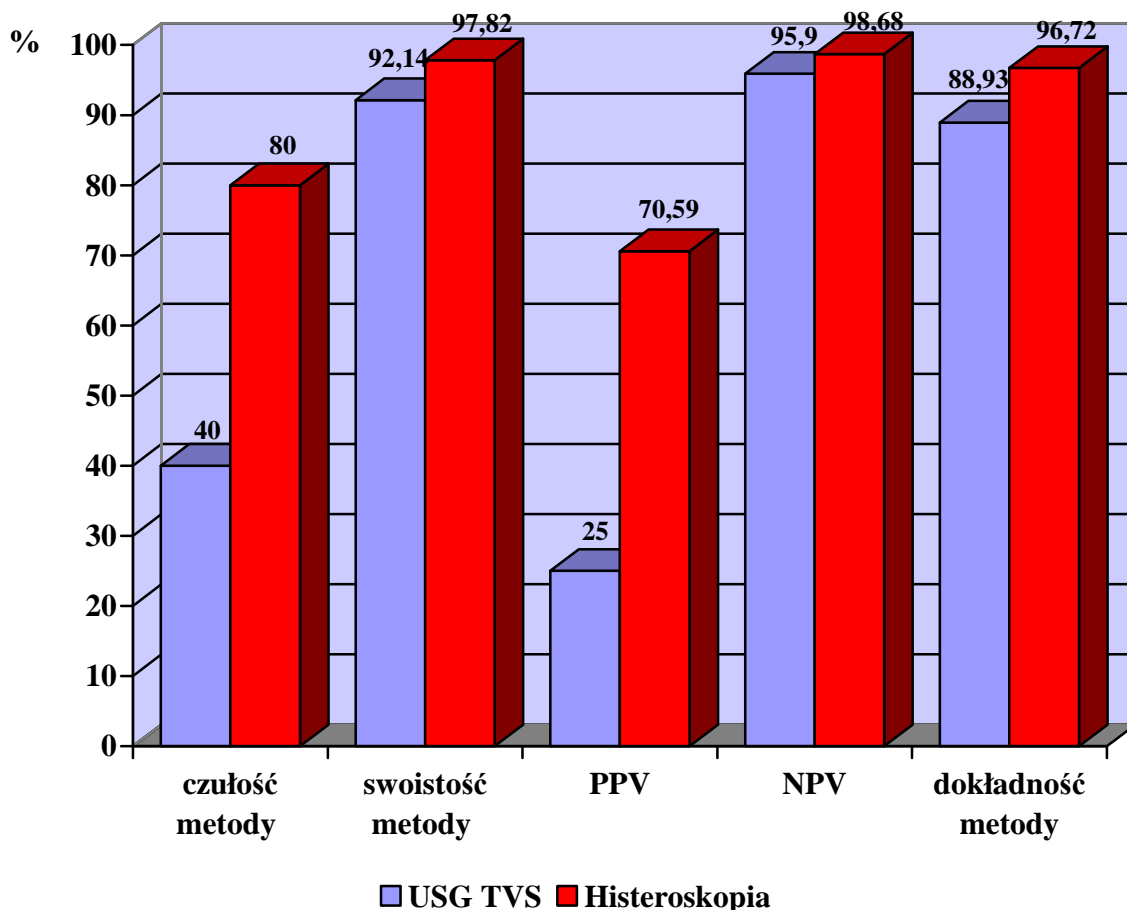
Porównanie wskaźników prognostycznych dla USG TVS i histeroskopii w przypadku wykrywania atrofii endometrium.
